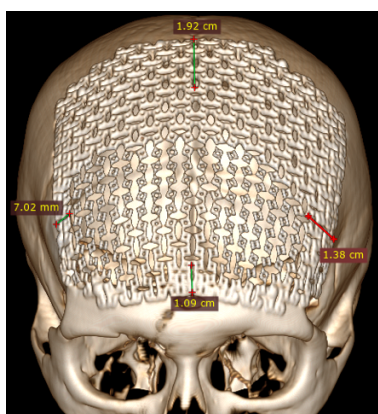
3D модель післяопераційного контрольного СКТ дослідження хворого із двобічним розташуванням парасагітальної менінгіоми передньої третини верхнього сагітального синусу. Стан після первинного пластичного закриття дефекту лобової кістки динамічним титановим імплантом.
